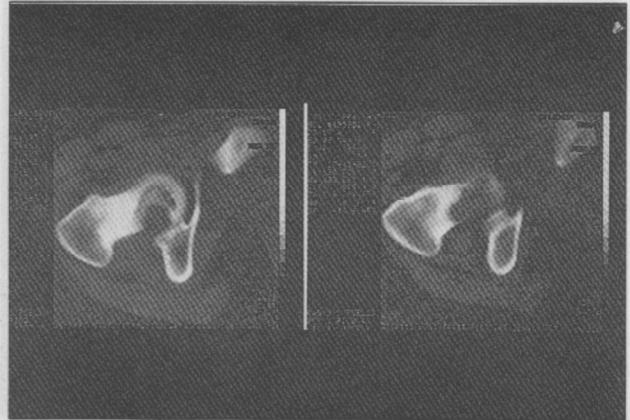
TAC de cuello femoral que muestra compromiso cortical.
